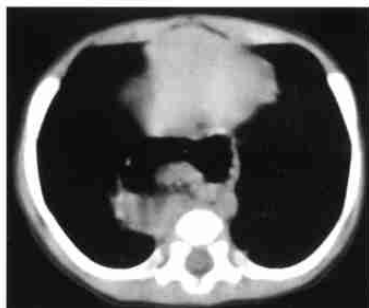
食管裂孔疝。CT平扫显示心后团块影，内见气-液平面。
